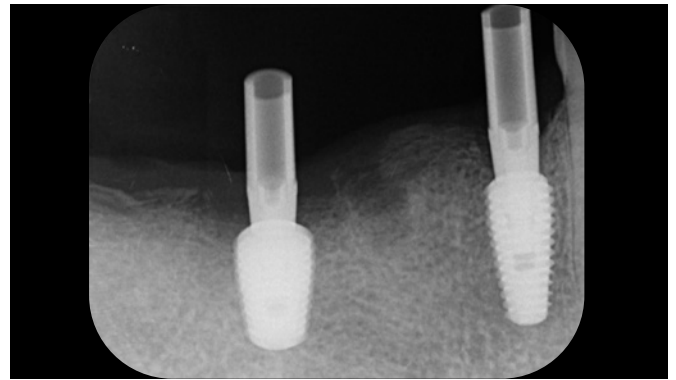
Scan abutmentの適合状態は必ずデンタルX線像で確認する。
